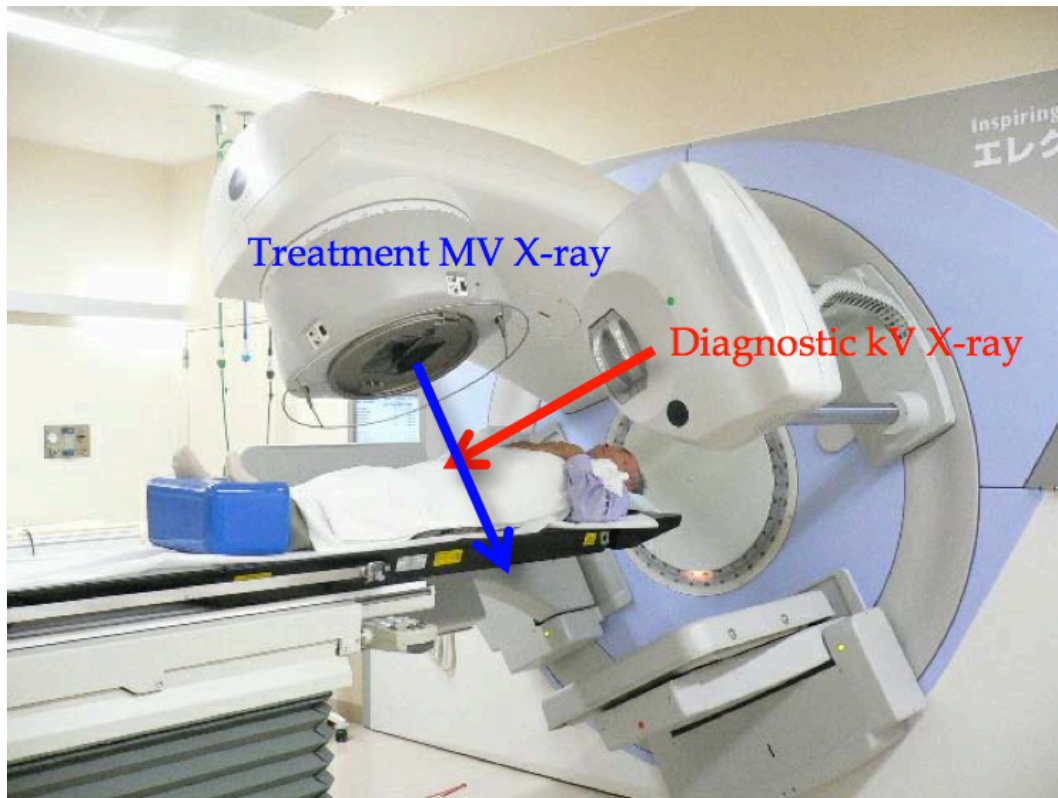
東京大学医学部附属病院における kV CBCT を搭載した放射線治療装置 (ELEKTA Synergy)。診断用 kV X 線 (赤色) が治療用 MV X 線 (青色) と直交する方向に出射し、X 線管球と対向する 2 次元検出器の組み合わせにより kV 投影画像が回転中に取得され、画像再構成が行われる。体軸方向に広いコーン角を持つ X 線ビームにより、一回転撮影 (2 分程度) で広範囲の再構成画像の取得が可能。通常、治療直前の位置合わせの為に撮影される。
